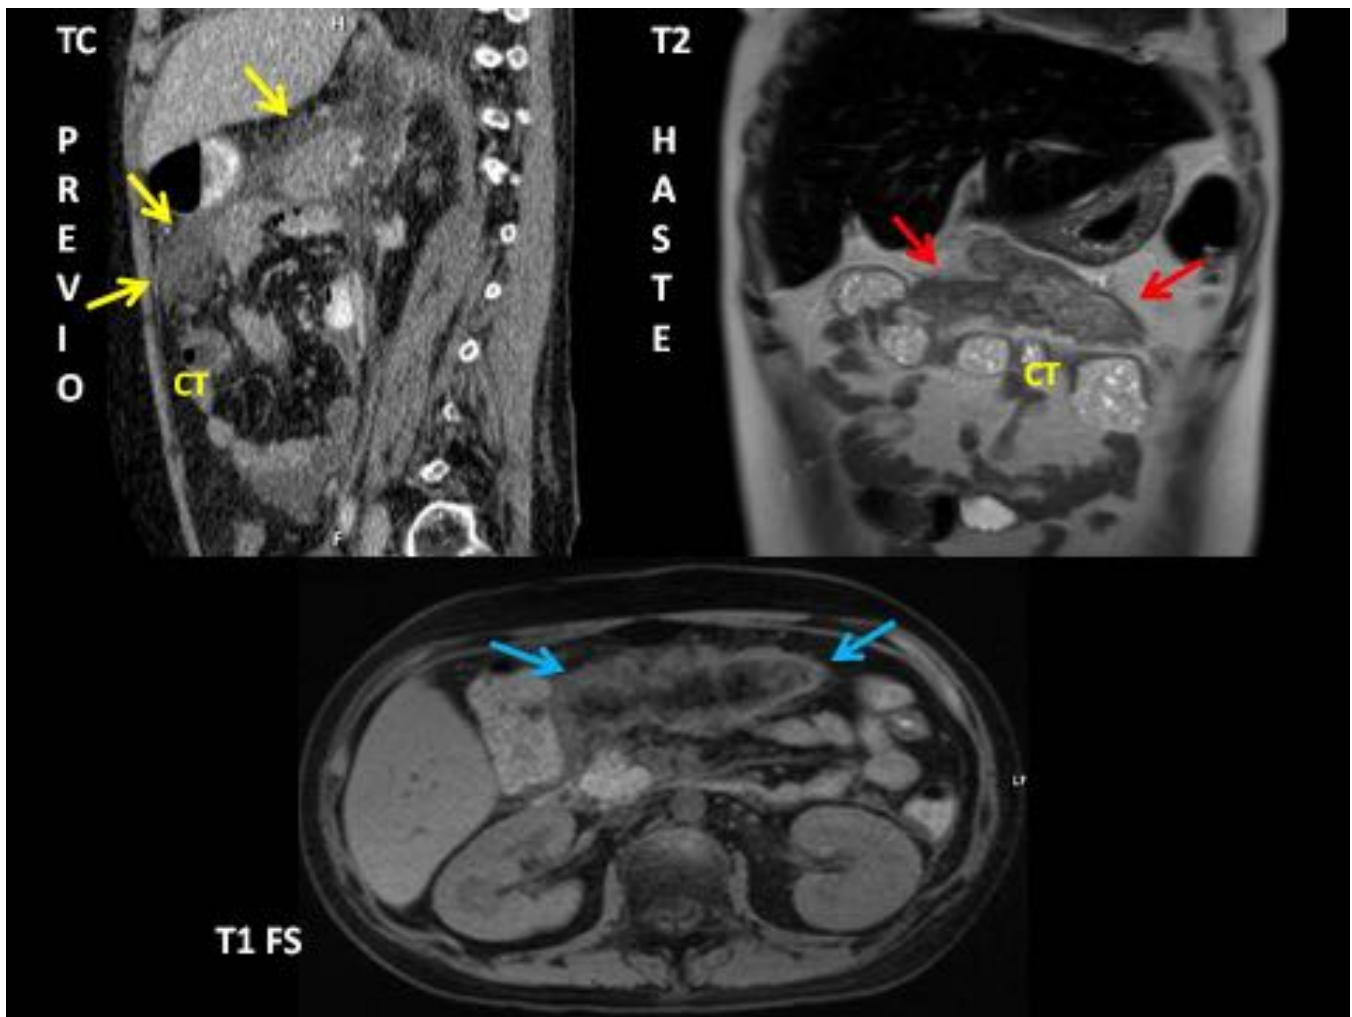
CT: C6lon transverso. Paciente de 12 a1os con pancreatitis de repetic6n de causa desconocida. En TC sagital (4 semanas antes de RM) se observa pancreatitis aguda con extensi6n subperitoneal del l6quido hacia mesocolon transverso (flechas amarillas). En la RM se observa una lesi6n heterog6nea de bordes hiperintensos en T1 y centro con debris necr6ticos que ejerce efecto masa compatible con "walled-off pancreatic necrosis" en el mesocolon, que corresponde a una liquefacci6n del tejido graso.
